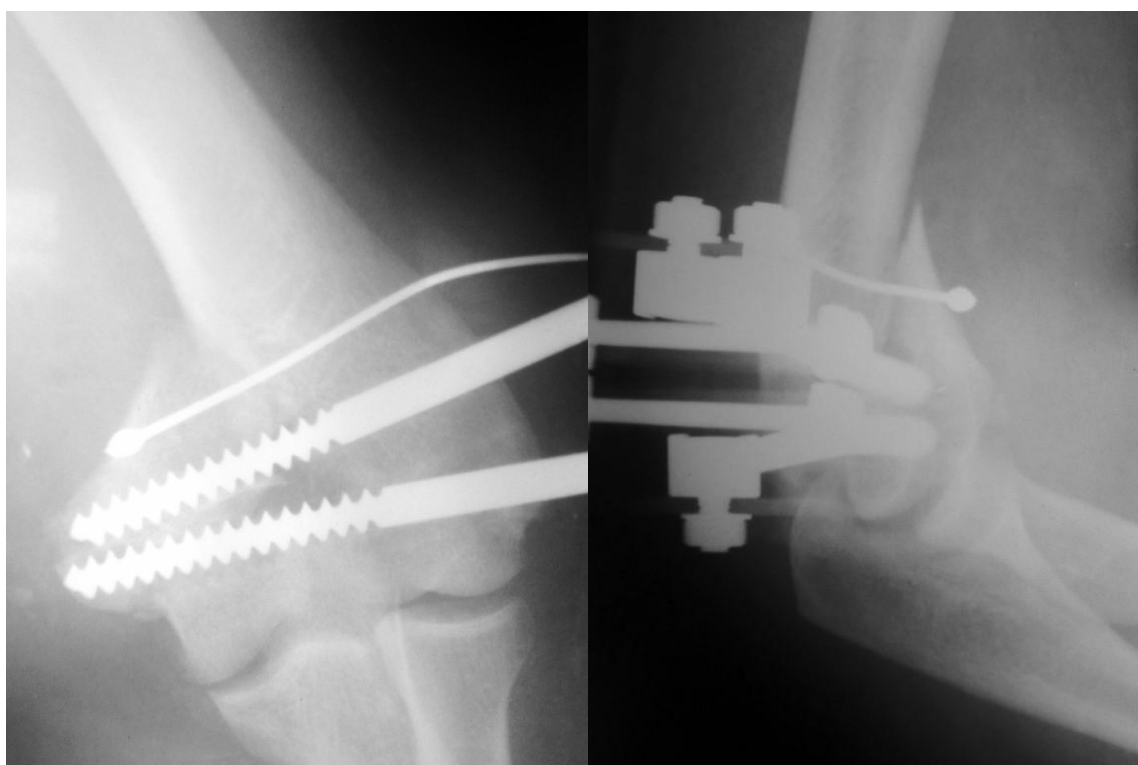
Рентгенограммы больного М. 38 лет после остеосинтеза левой плечевой кости.
